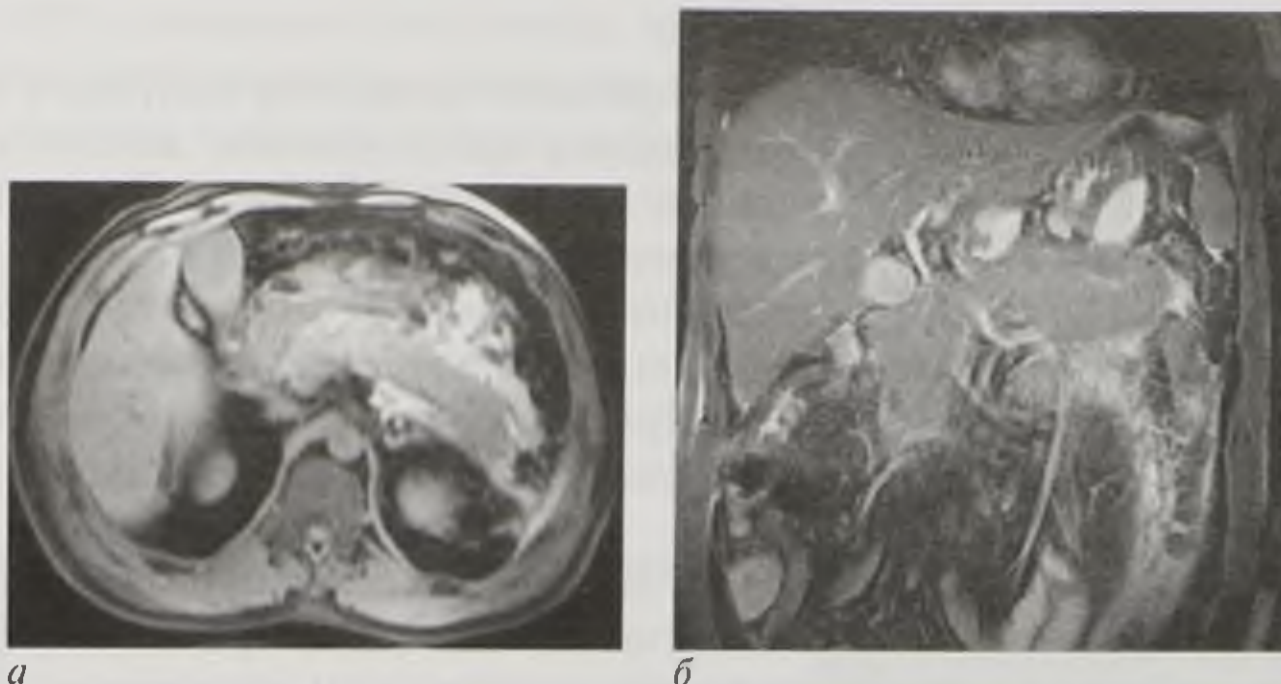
Магнитно-резонансные томограммы, T1-взвешенное изображение в аксиальной (а) и T2-взвешенное изображение во фронтальной (б) плоскости. Острый панкреатит. Поджелудочная железа увеличена в размерах, парапанкреатическая клетчатка уплотнена за счет отека, инфильтрации и скоплений жидкости (парапанкреатит)
